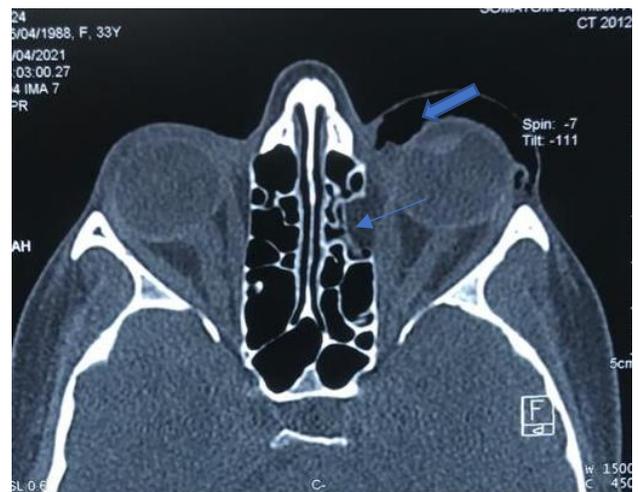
TDM orbitaire, coupe axiale.
